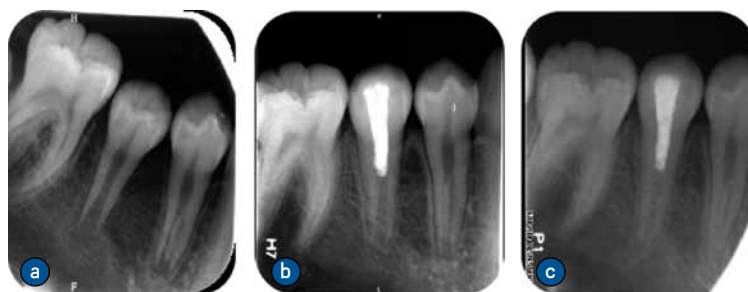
45 根尖周炎行牙髓活组织保存治疗病例。a 首次就诊时X线片; b 术后9个月X线片; c 术后20个月X线片
